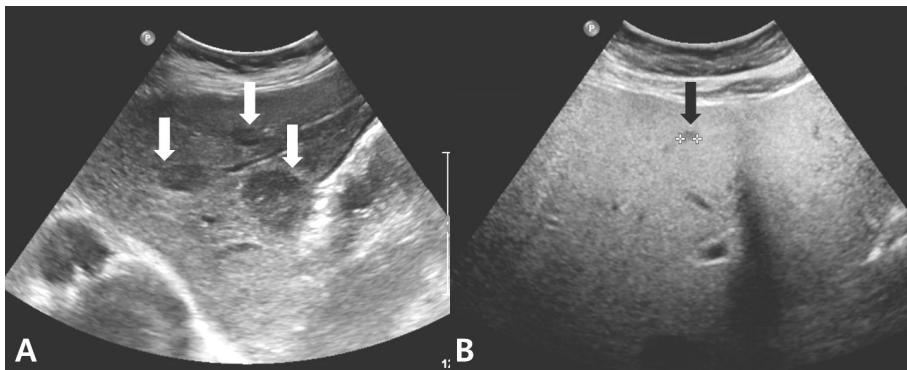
Abdominal ultrasound (US) finding in Patient 1 showing multiple hepatic adenomas (white arrows) (A) and abdominal US in Patient 2 showing only tiny nodule (black arrow) and fatty liver (B).
